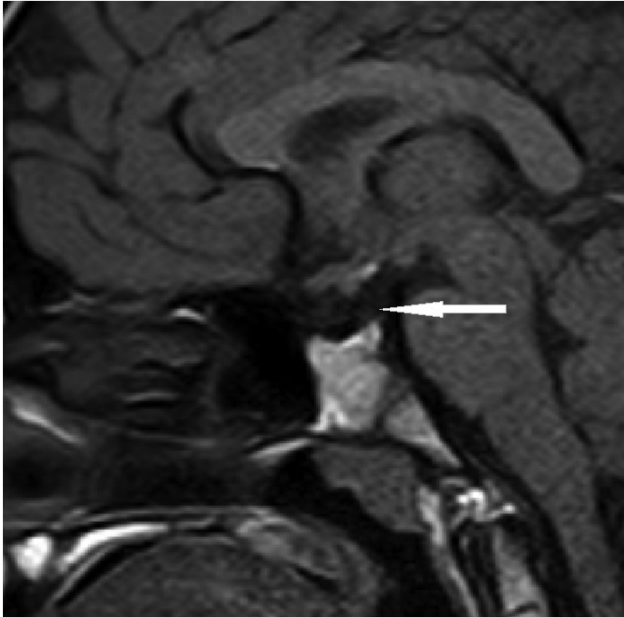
Olgu 1'in hipofiz manyetik rezonans gōrūntüsü. (Ektopik posteior hipofiz, normalden ince hipofiz sapı).
